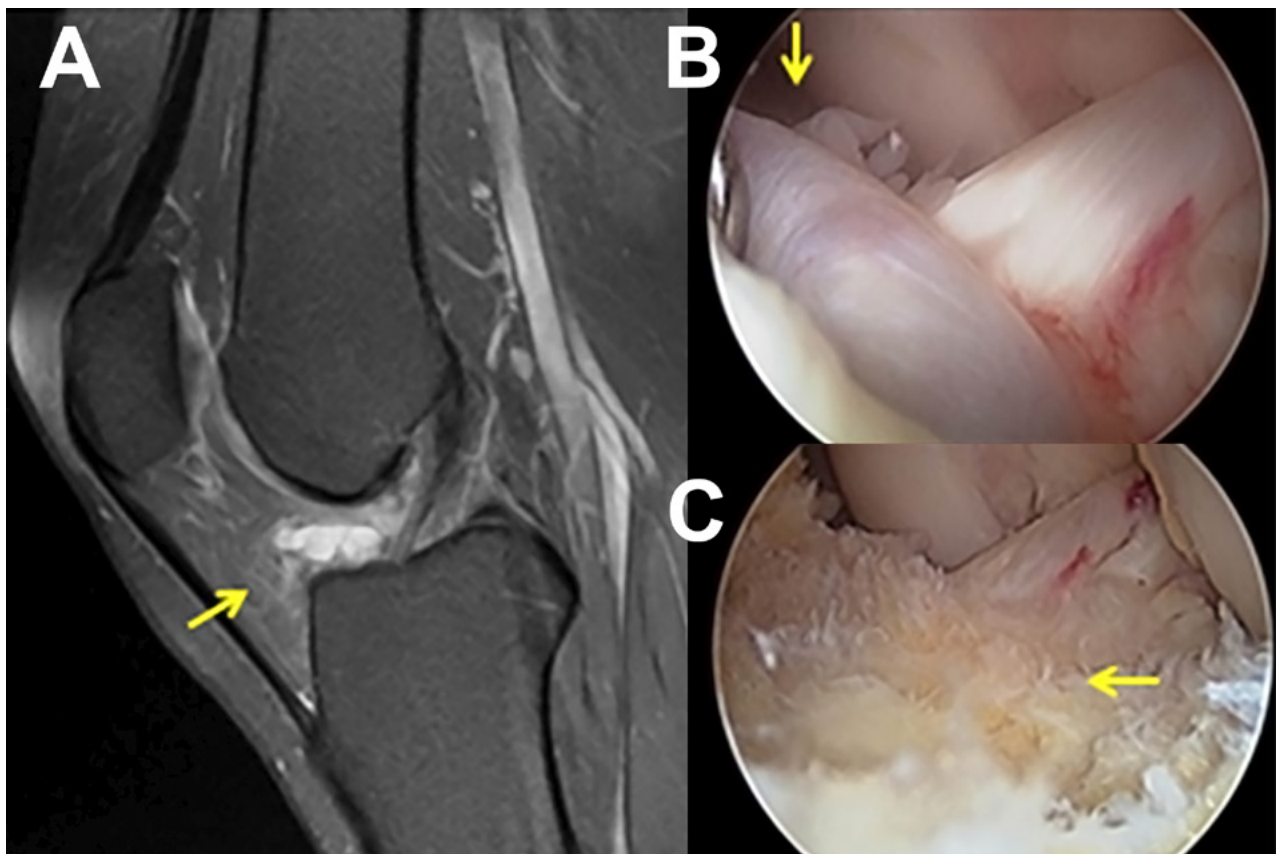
A) RM en corte sagital T2. Ganglión pre LCA. B) Vista artroscópica del ganglión. C) Vista artroscópica luego de su resección.
